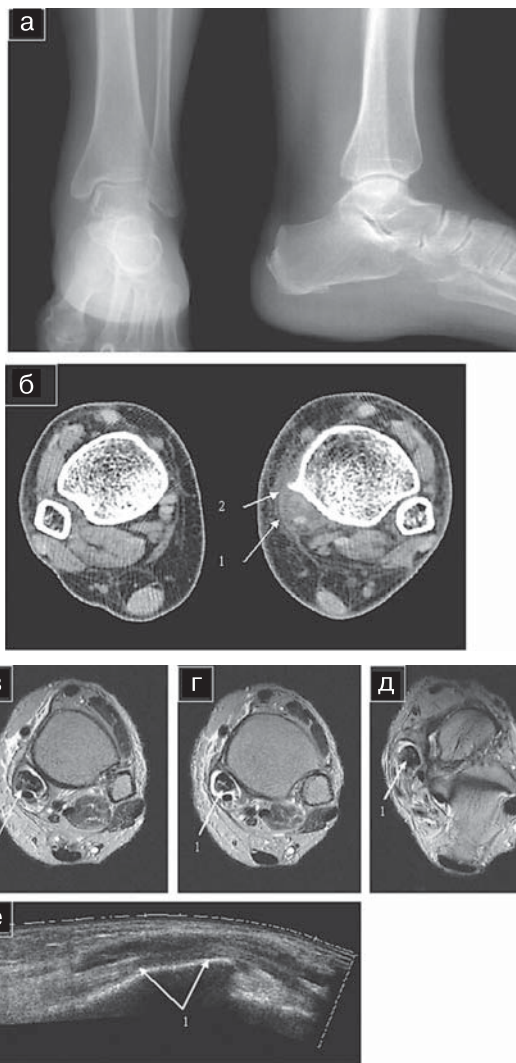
Неполный разрыв I типа сухожилия *m. tibialis posterior*: а — рентгенограммы в задней прямой и боковой проекциях: костных травматических изменений не выявлено; б — аксиальная КТ: определяется увеличение диаметра сухожилия *m. tibialis posterior* левого голеностопного сустава до 20–23 мм с неравномерным снижением денситометрических показателей до 10–20 НУ (1). Экзостоз по внутренней поверхности большеберцовой кости (2); в — аксиальная МРТ в T₁-ВИП; г, д — аксиальное МРТ в T₂-ВИП: визуализируется увеличение диаметра сухожилия *m. tibialis posterior*, гетерогенность его структуры с повышением сигнала на изображениях в T₁- и T₂-ВИП (1), скопление гиперинтенсивной жидкости в виде halo (2), перифокальный отек мягких тканей; е — УЗИ, продольное сканирование: определяется нарушение целостности фибрилл на периферии сухожилия *m. tibialis posterior*, увеличение расстояния между ними, неровность контуров сухожилия, гипоэхогенное halo вокруг сухожилия.
